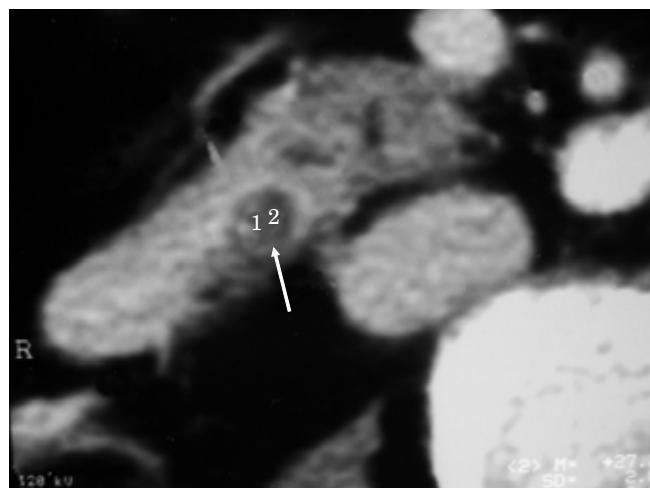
Tomografía abdominal que muestra dilatación del colédoco con presencia de septo intraductal.
